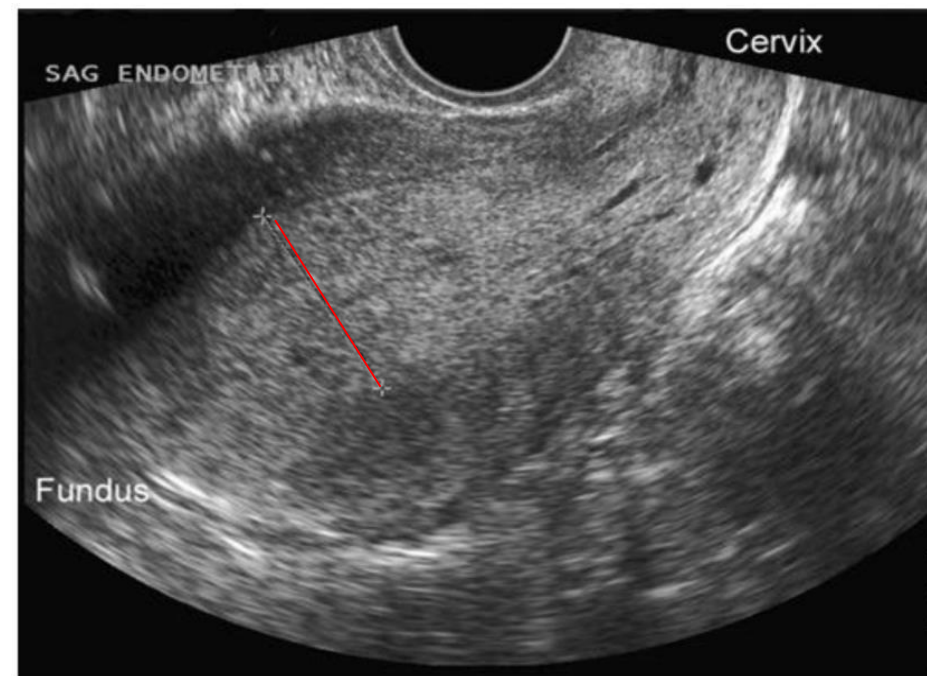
Transvaginal sonographic image of a uterus. In this sagittal view, the markedly thickened endometrium, which is measured by the calipers, suggests endometrial hyperplasia. (Used with permission from Dr. Elysia Moschos.)
